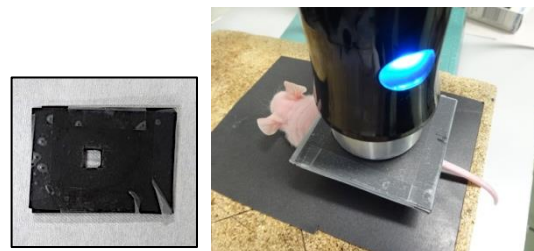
遮蔽板 (左) を用いた *In vivo* 超音波照射法
